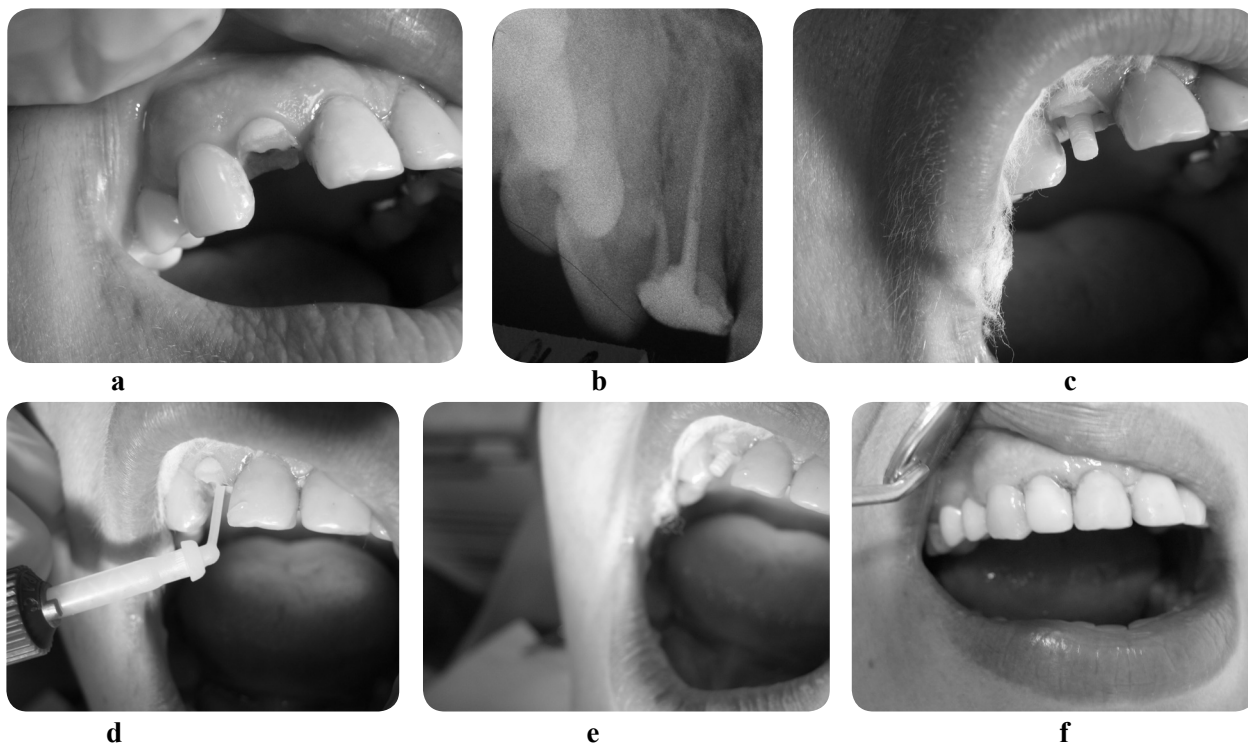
Caz clinic 2: a) Distrucția a 3/4 din partea coronară a dintelui 12; b) Radiografia d.12; c) Ajustarea pivotului selectat pentru realizarea restaurării postendodontice a d.12; d) Aplicarea compozitului cu polimerizare dublă Rx Cem® în locașul canalar prin duza automix și canulă fină; e) Cimentarea pivotului selectat; f) Aspectul final al restaurării coronare estetice a d.12
